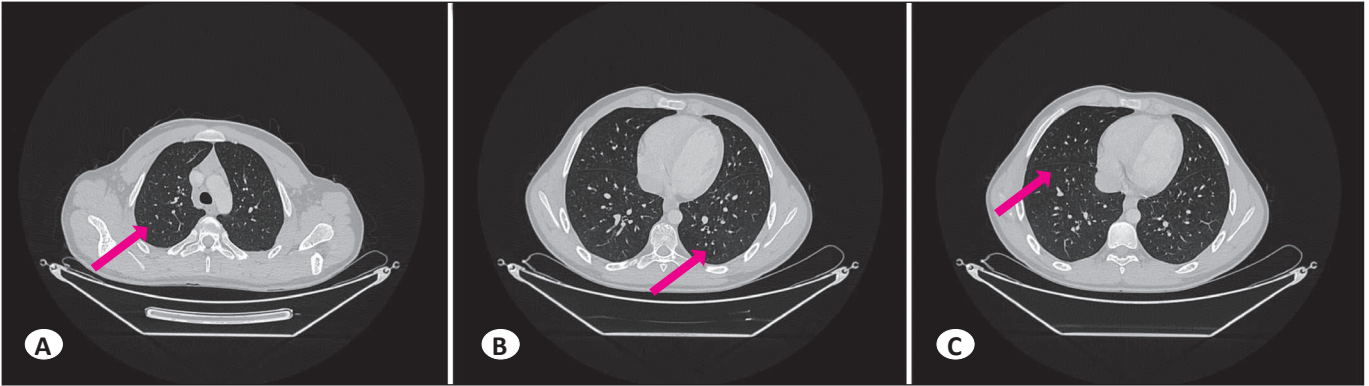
B.C. Ritüksimab tedavisi öncesi pulmoner lezyonların bilgisayarlı toraks tomografi görüntüleri
